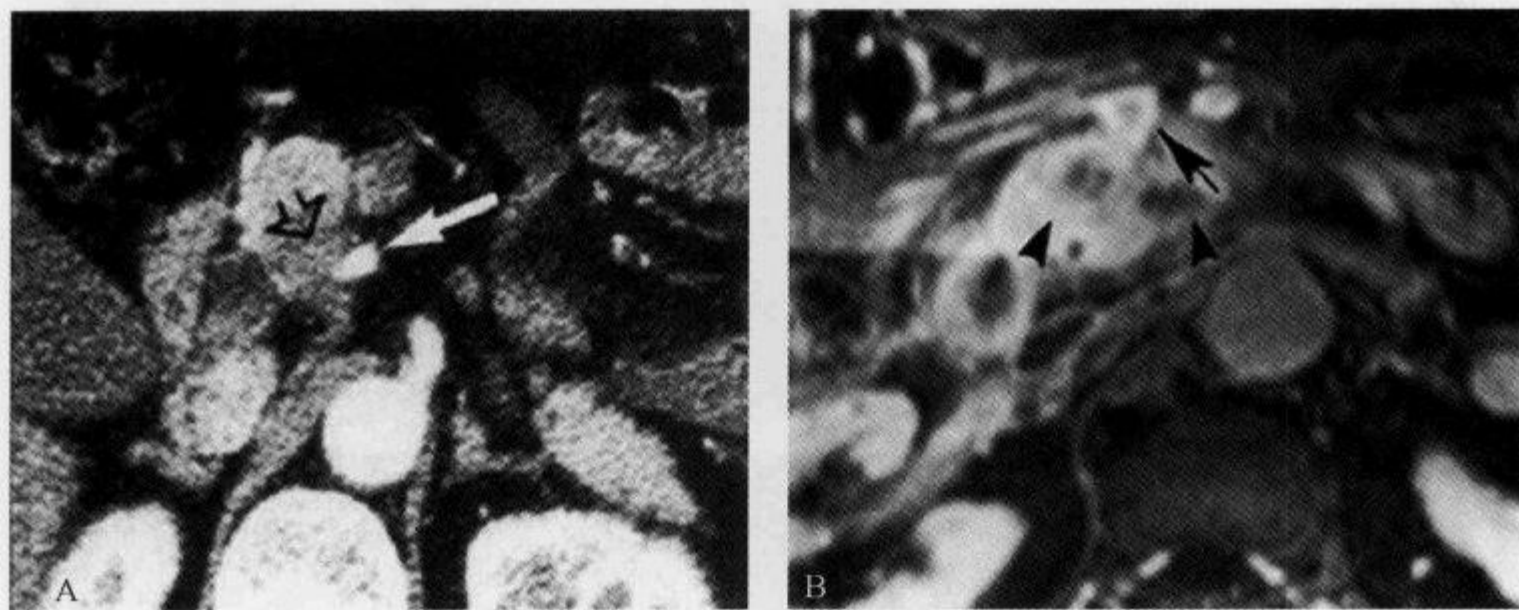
CT 及 MRI 示“泪滴状肠系膜上静脉征”
